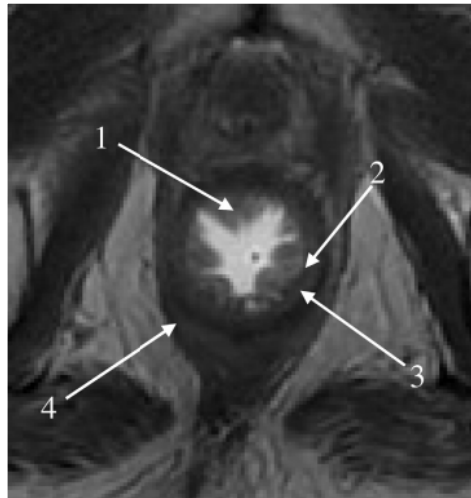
Image axiale pondérée en T2. Les repères anatomiques du bas rectum en IRM pelvienne sont identifiables : Autour de la lumière en hyper signal, on observe de dedans en dehors la muqueuse (flèche 1), la sous-muqueuse (flèche 2), le sphincter interne (flèche 3) et le sphincter externe (flèche 4).(4)
